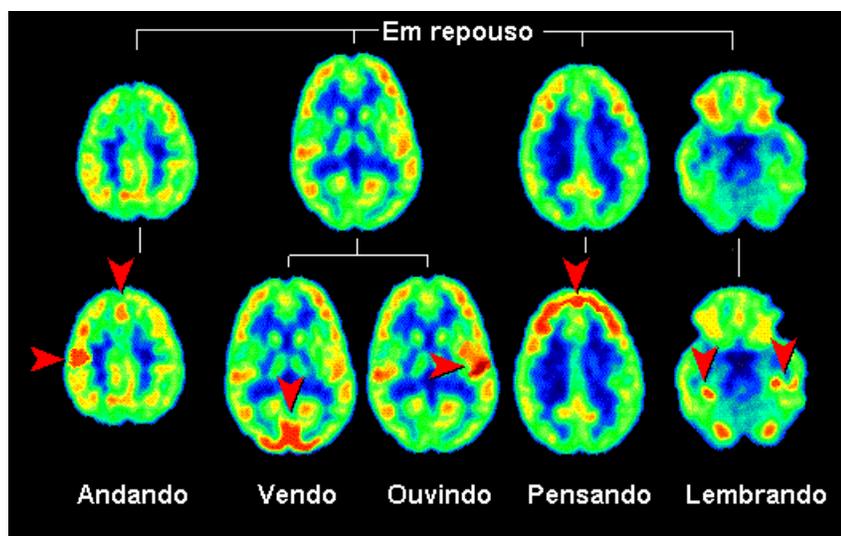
Exemplo de imagem gerada pelo SPECT.
